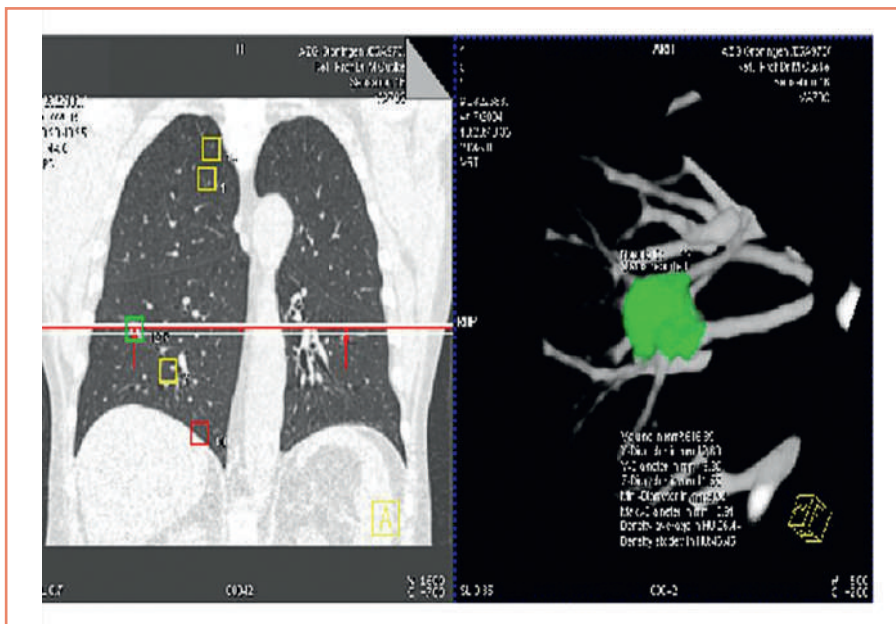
Спиральная низкодозная КТ в скрининге РЛ [предоставлено авторами] / Spiral low-dose CT in lung cancer screening [provided by the authors]
